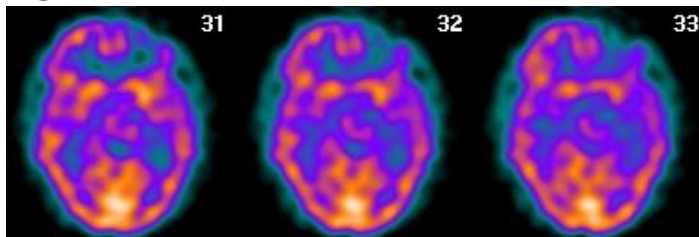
Exploración SPECT-PCR con hipoperfusión de carácter focal en lóbulo frontal izquierdo.
